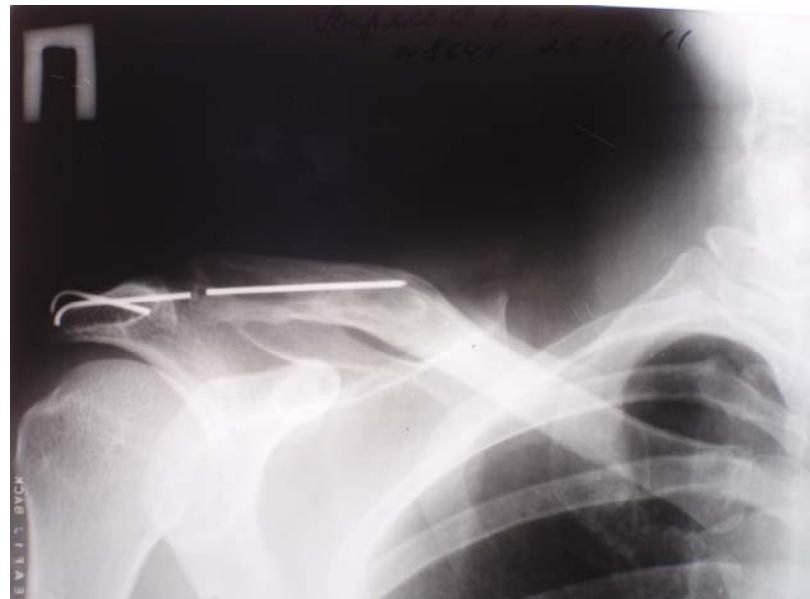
Рентгенограмма правого плечевого сустава больного В. Перелом спиц и отсутствие одного из проксимальных фрагментов
